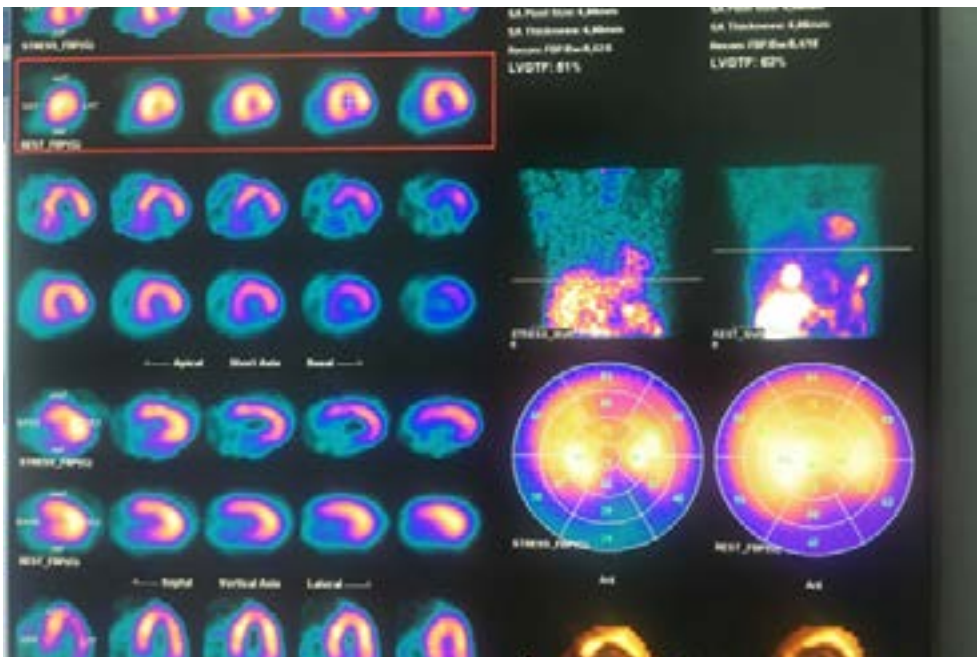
SPECT de perfusión miocárdica con esfuerzo y reposo
